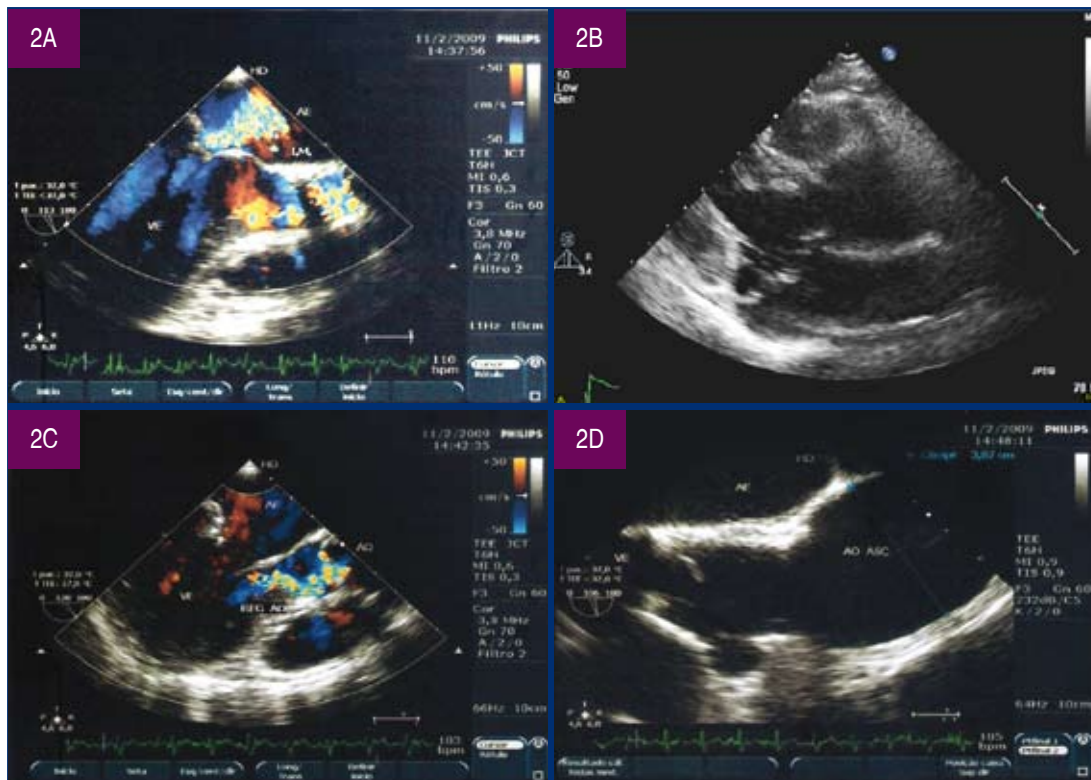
Ecocardiograma transefático em paciente S.Marfan; A: com insuficiência mitral; B: com prolapso mitral; C: insuficiência aórtica; D: dilatação aneurismática da aorta ascendente.
